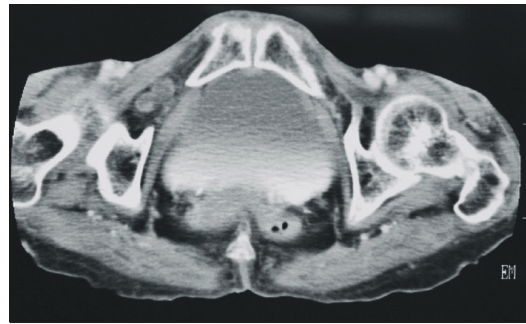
Abdominal CT shows that small bowel segment was herniated on superior portion of right obturator foramen between pectineus muscle and external obturator muscle.
